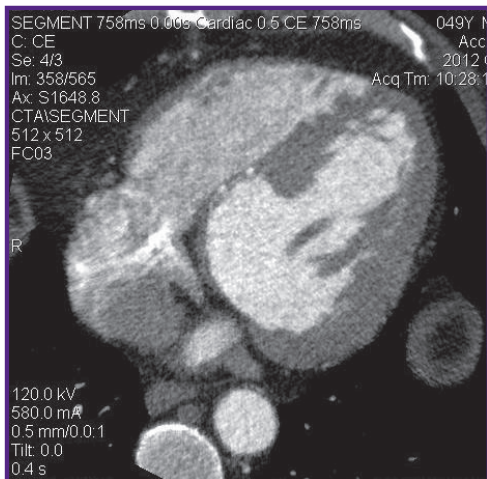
ЭКГ-синхронизированная МСКТ-венгерулография в высокоразрешающем режиме с толщиной срезов 128×0,25 мм
